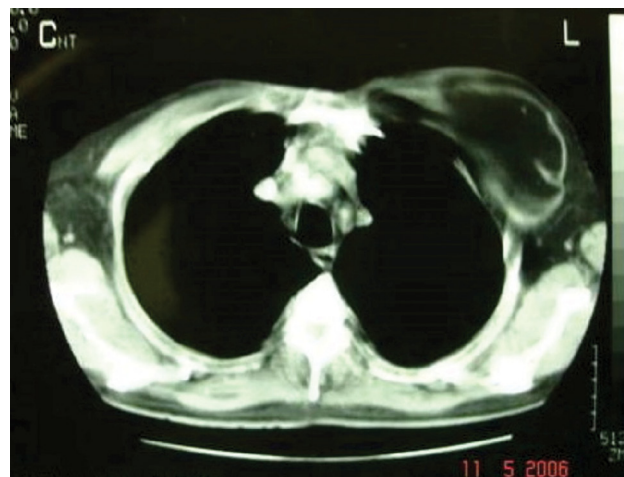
Lipoma gigante - parede torácica (subpeitoral) TC tórax.
